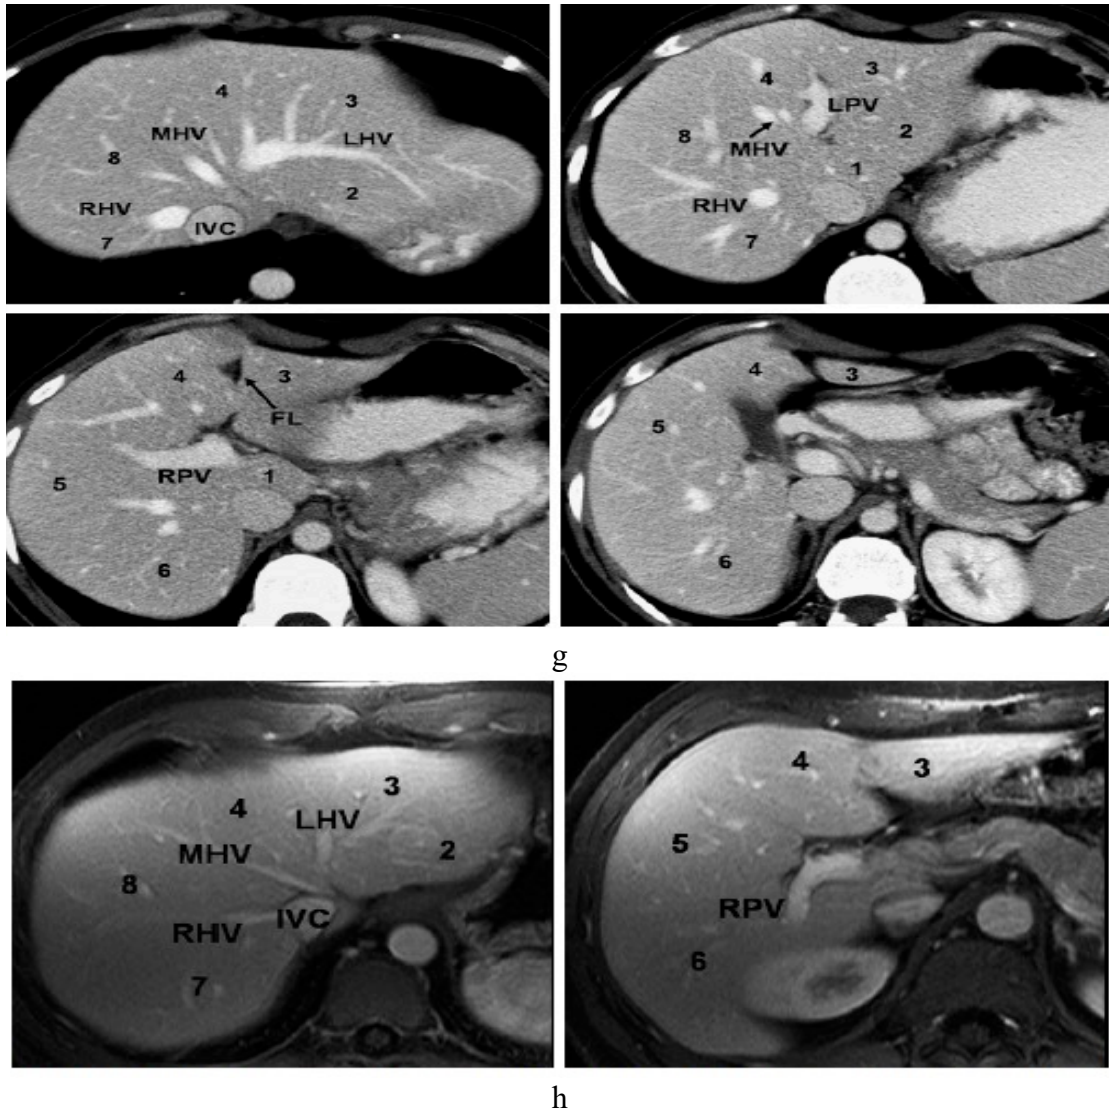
Computerized tomography of the liver. The vessels can be recognized and used as landmarks to define the different segments (Medical Radiology · Diagnostic Imaging and Radiation Oncology, Series Editors: A. L. Baert · L. W. Brady · H.-P. Heilmann · M. Molls · K. Sartor)
